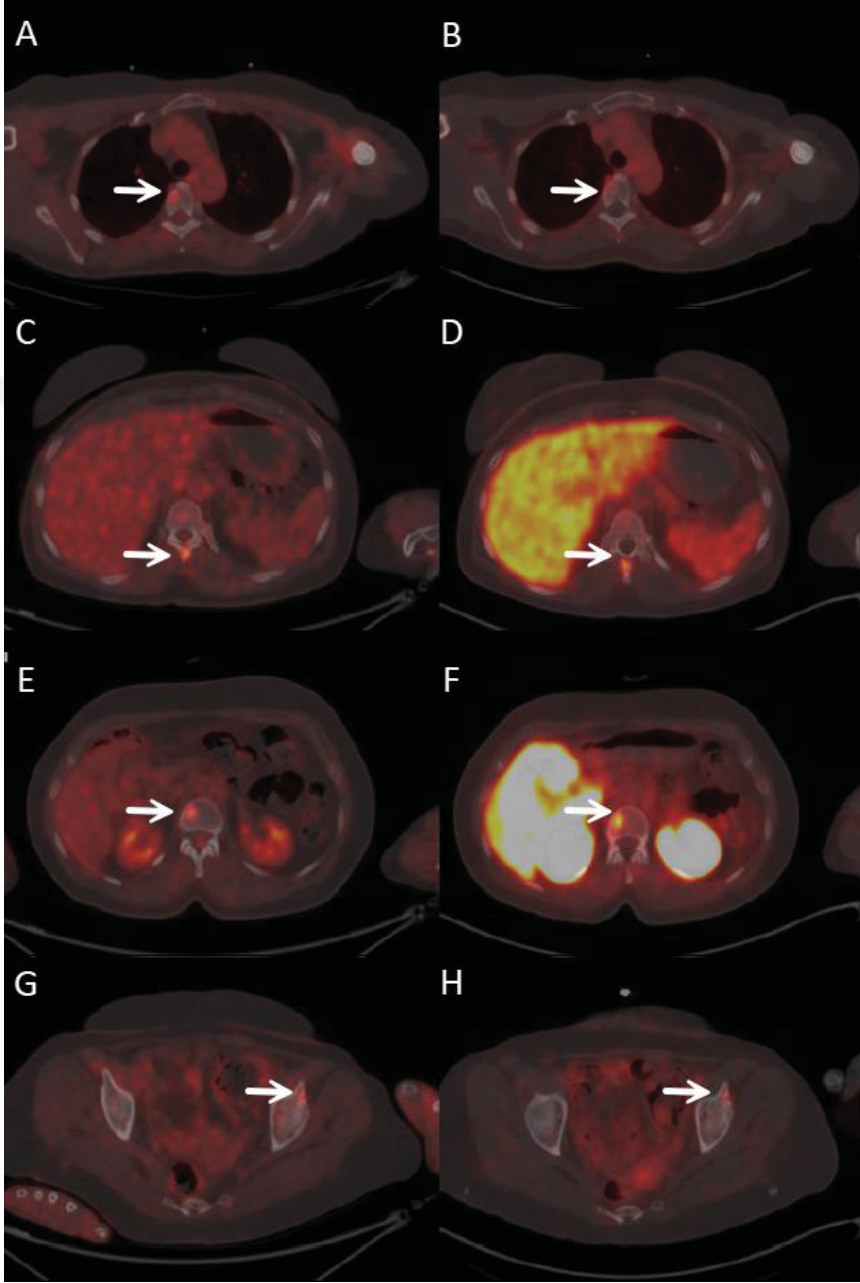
22 no'lu hastanın PET görüntüleri
